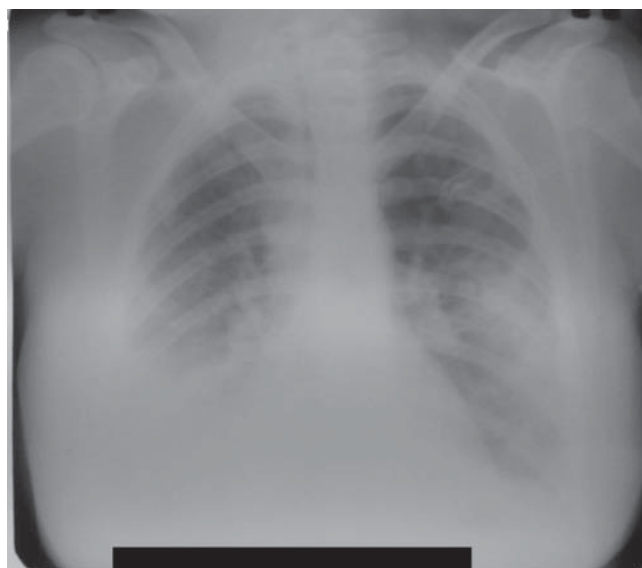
Radiografia bolnavei S.
